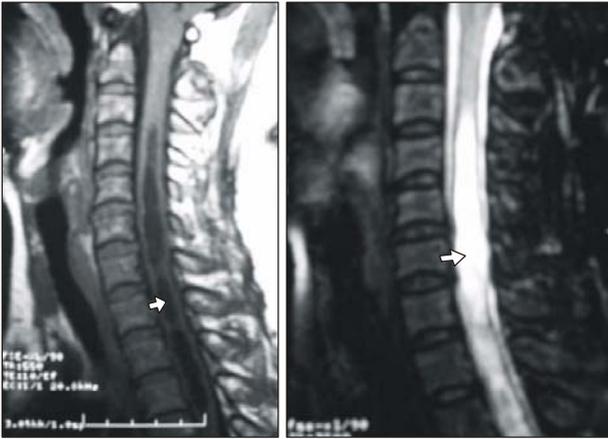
MRI of cervical spine showing syringomyelia at C4-T4 level and Chiari malformation type 1.
